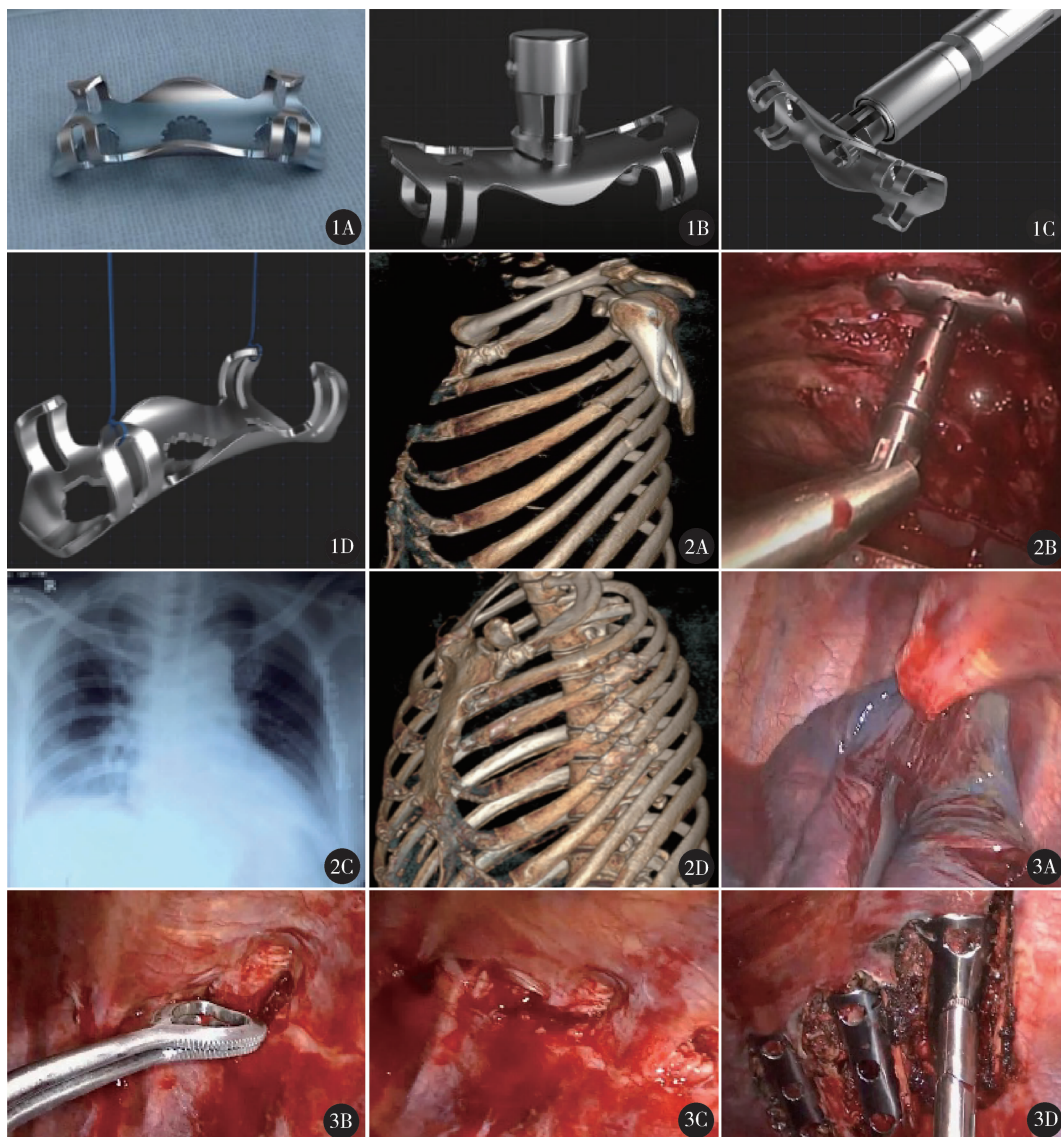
腔镜接骨板及使用:A. 腔镜接骨板;B. 腔镜接骨板与可拆卸钳头连接形成组合体;C. 可拆卸施夹钳与组合体碰触式连接;D. 可吸收缝线结扎固定接骨板环抱臂长条形孔 图 2 患者女,56 岁,因交通伤致左胸创伤,因左侧大量血胸行左侧胸腔闭式引流术,共引流出 2000 ml 血液,伤后 2 日行 CT 三维重建提示“3~6 肋骨骨折,骨折断端移位”(A);伤后 3 日行左侧 VATS,术中见壁层胸膜撕脱、胸膜下大片血肿,采用可拆卸施夹钳将腔镜接骨板送达目标肋骨(B),行左 3~5 肋骨骨折完全 VATS 记忆合金内固定术;术后 1 日胸部 X 线检查提示“左肺膨胀良好,腔镜接骨板固定在位”(C);术后 3 个月 CT 三维重建检查提示“左 3~5 肋骨骨折腔镜接骨板固定在位,环抱臂形态恢复良好,骨折线模糊”(D) 图 3 患者男,41 岁,因高空坠落伤致左胸部创伤,伤后 1 日行 CT 三维重建检查提示“左侧 6~8 肋骨骨折,骨折断端明显移位”;伤后 3 日行左侧 VATS,术中见肋骨骨折刺入胸腔及左肺下叶(A),采用加长凹口带齿卵圆钳行骨折移位断端复位(B、C),采用施夹钳将腔镜接骨板送达目标肋骨,行左 6~8 肋骨骨折完全 VATS 记忆合金内固定术(D)
